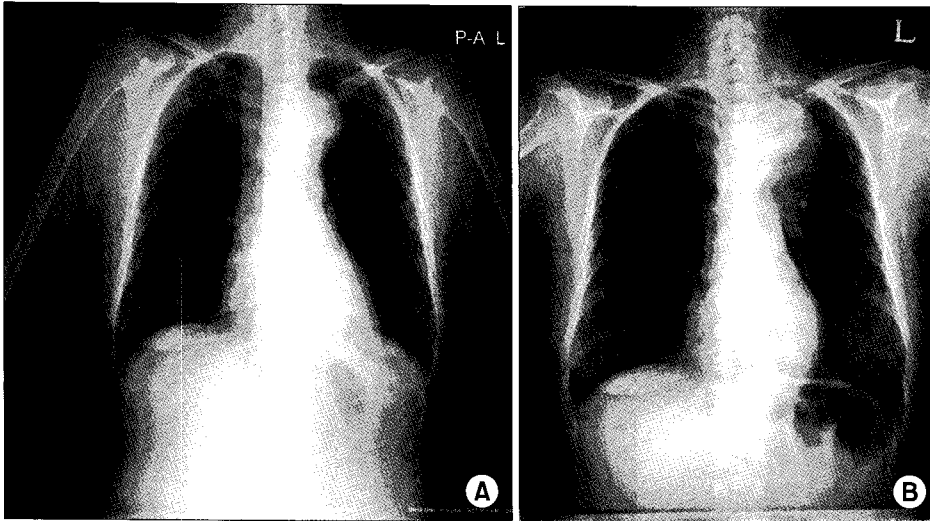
Initial chest x-ray film after repair of aortic dissection (A) and 2.5 years later (B) showing progressive enlargement of aortic arch.
